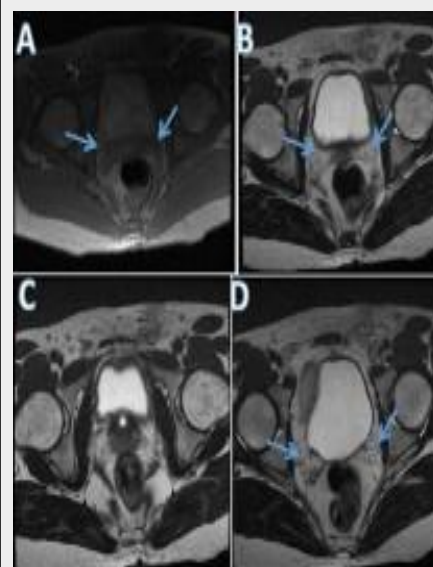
Pelvic MRI A, B, C, D. Noted an absence of bilateral vas deferens (CBAVD).
